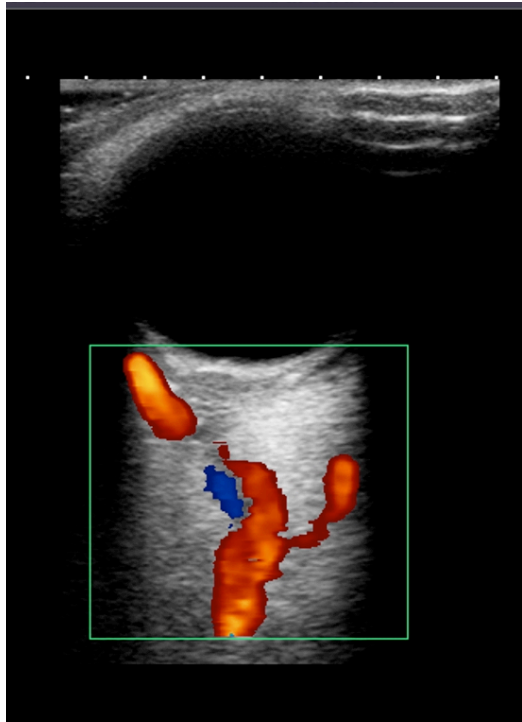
Ecografía Doppler ocular: el paciente presentaba enrojecimiento ocular tras traumatismo craneoencefálico. En la imagen se aprecia aumento de calibre de la vena oftálmica superior con flujo anterógrado compatible con la sospecha clínica de fístula carótido cavernosa.
